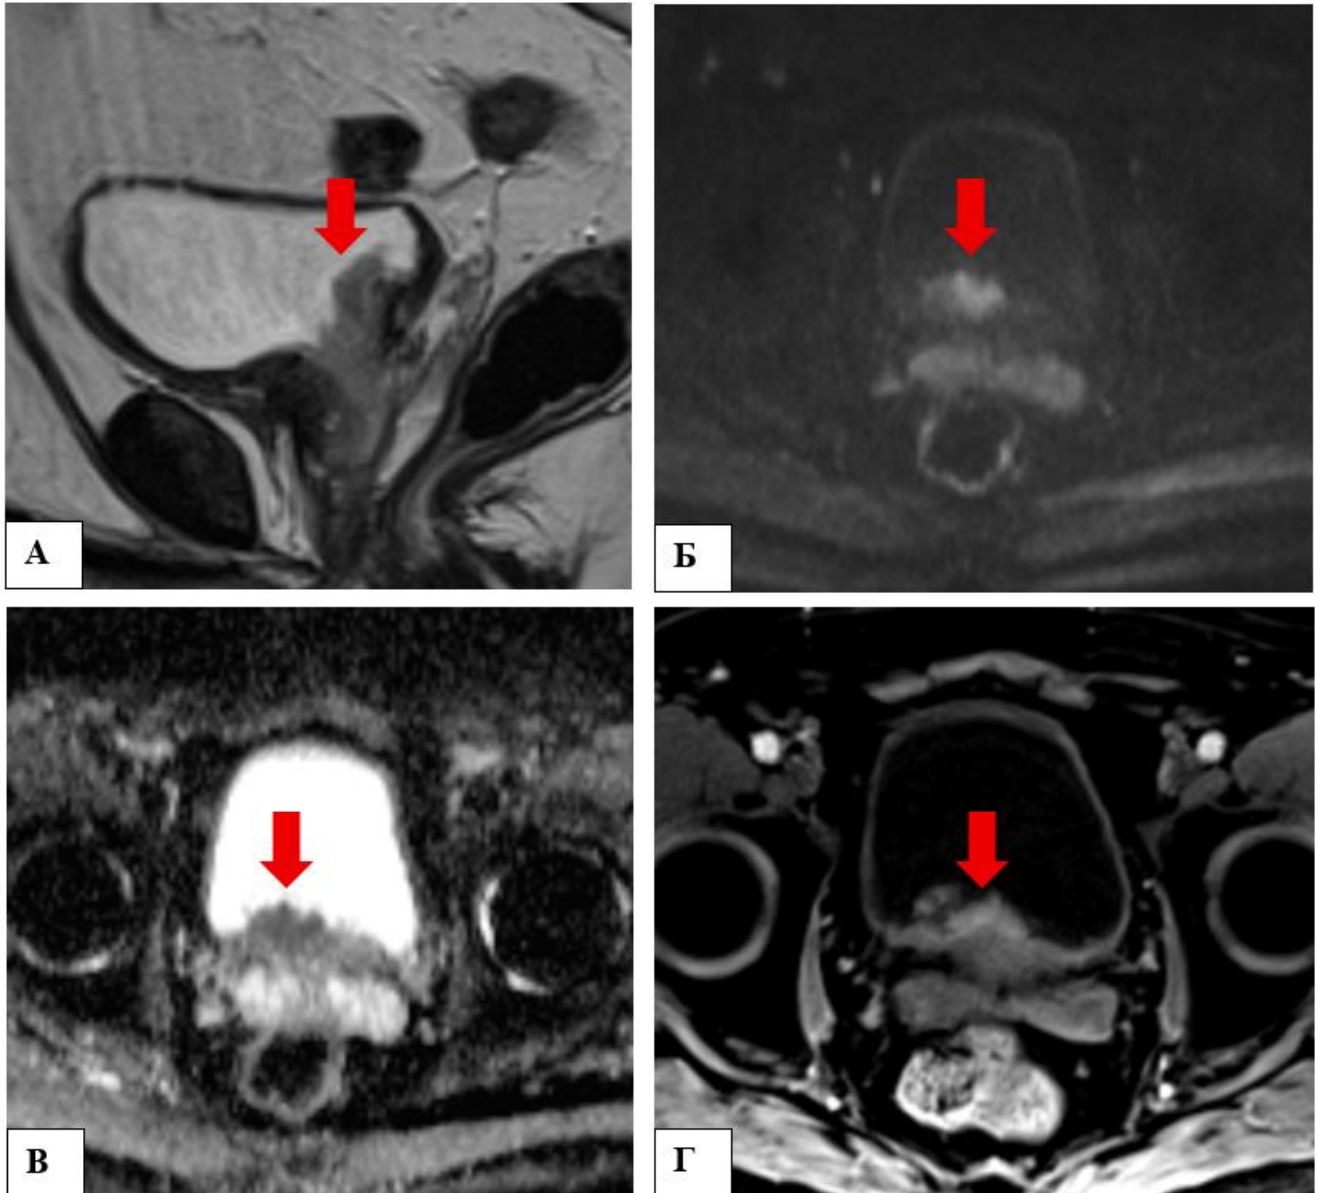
Мультипараметрическая МРТ мочевого пузыря: а — Т2-ВИ, сагиттальная плоскость; б — ДВИ ($b=800 \text{ с/мм}^2$), аксиальная плоскость; в — ИКД, аксиальная плоскость; г — постконтрастное Т1-ВИ с жироподавлением, аксиальная плоскость
